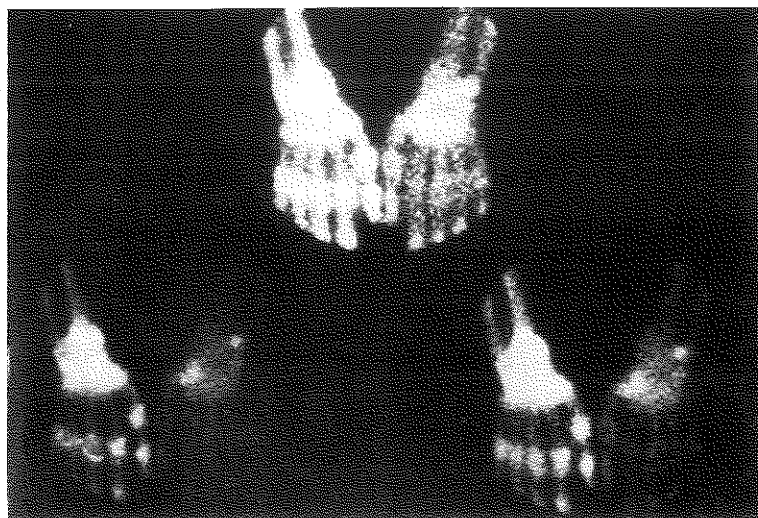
Hyperfixation à la scintigraphie au ^{99}Tc -diphosphonate d'une algodystrophie du membre supérieur.
